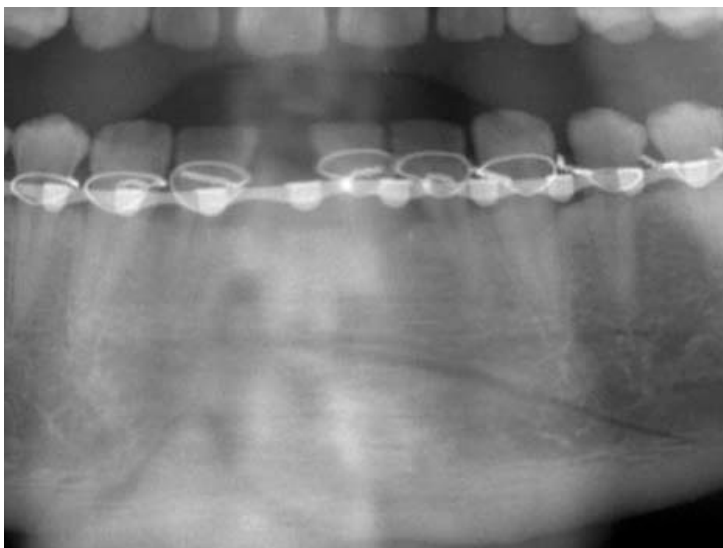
Multiple fracture lines were observed in the panoramic X-ray. Horizontal fracture line was extended to the mandible border of left second premolar area.
